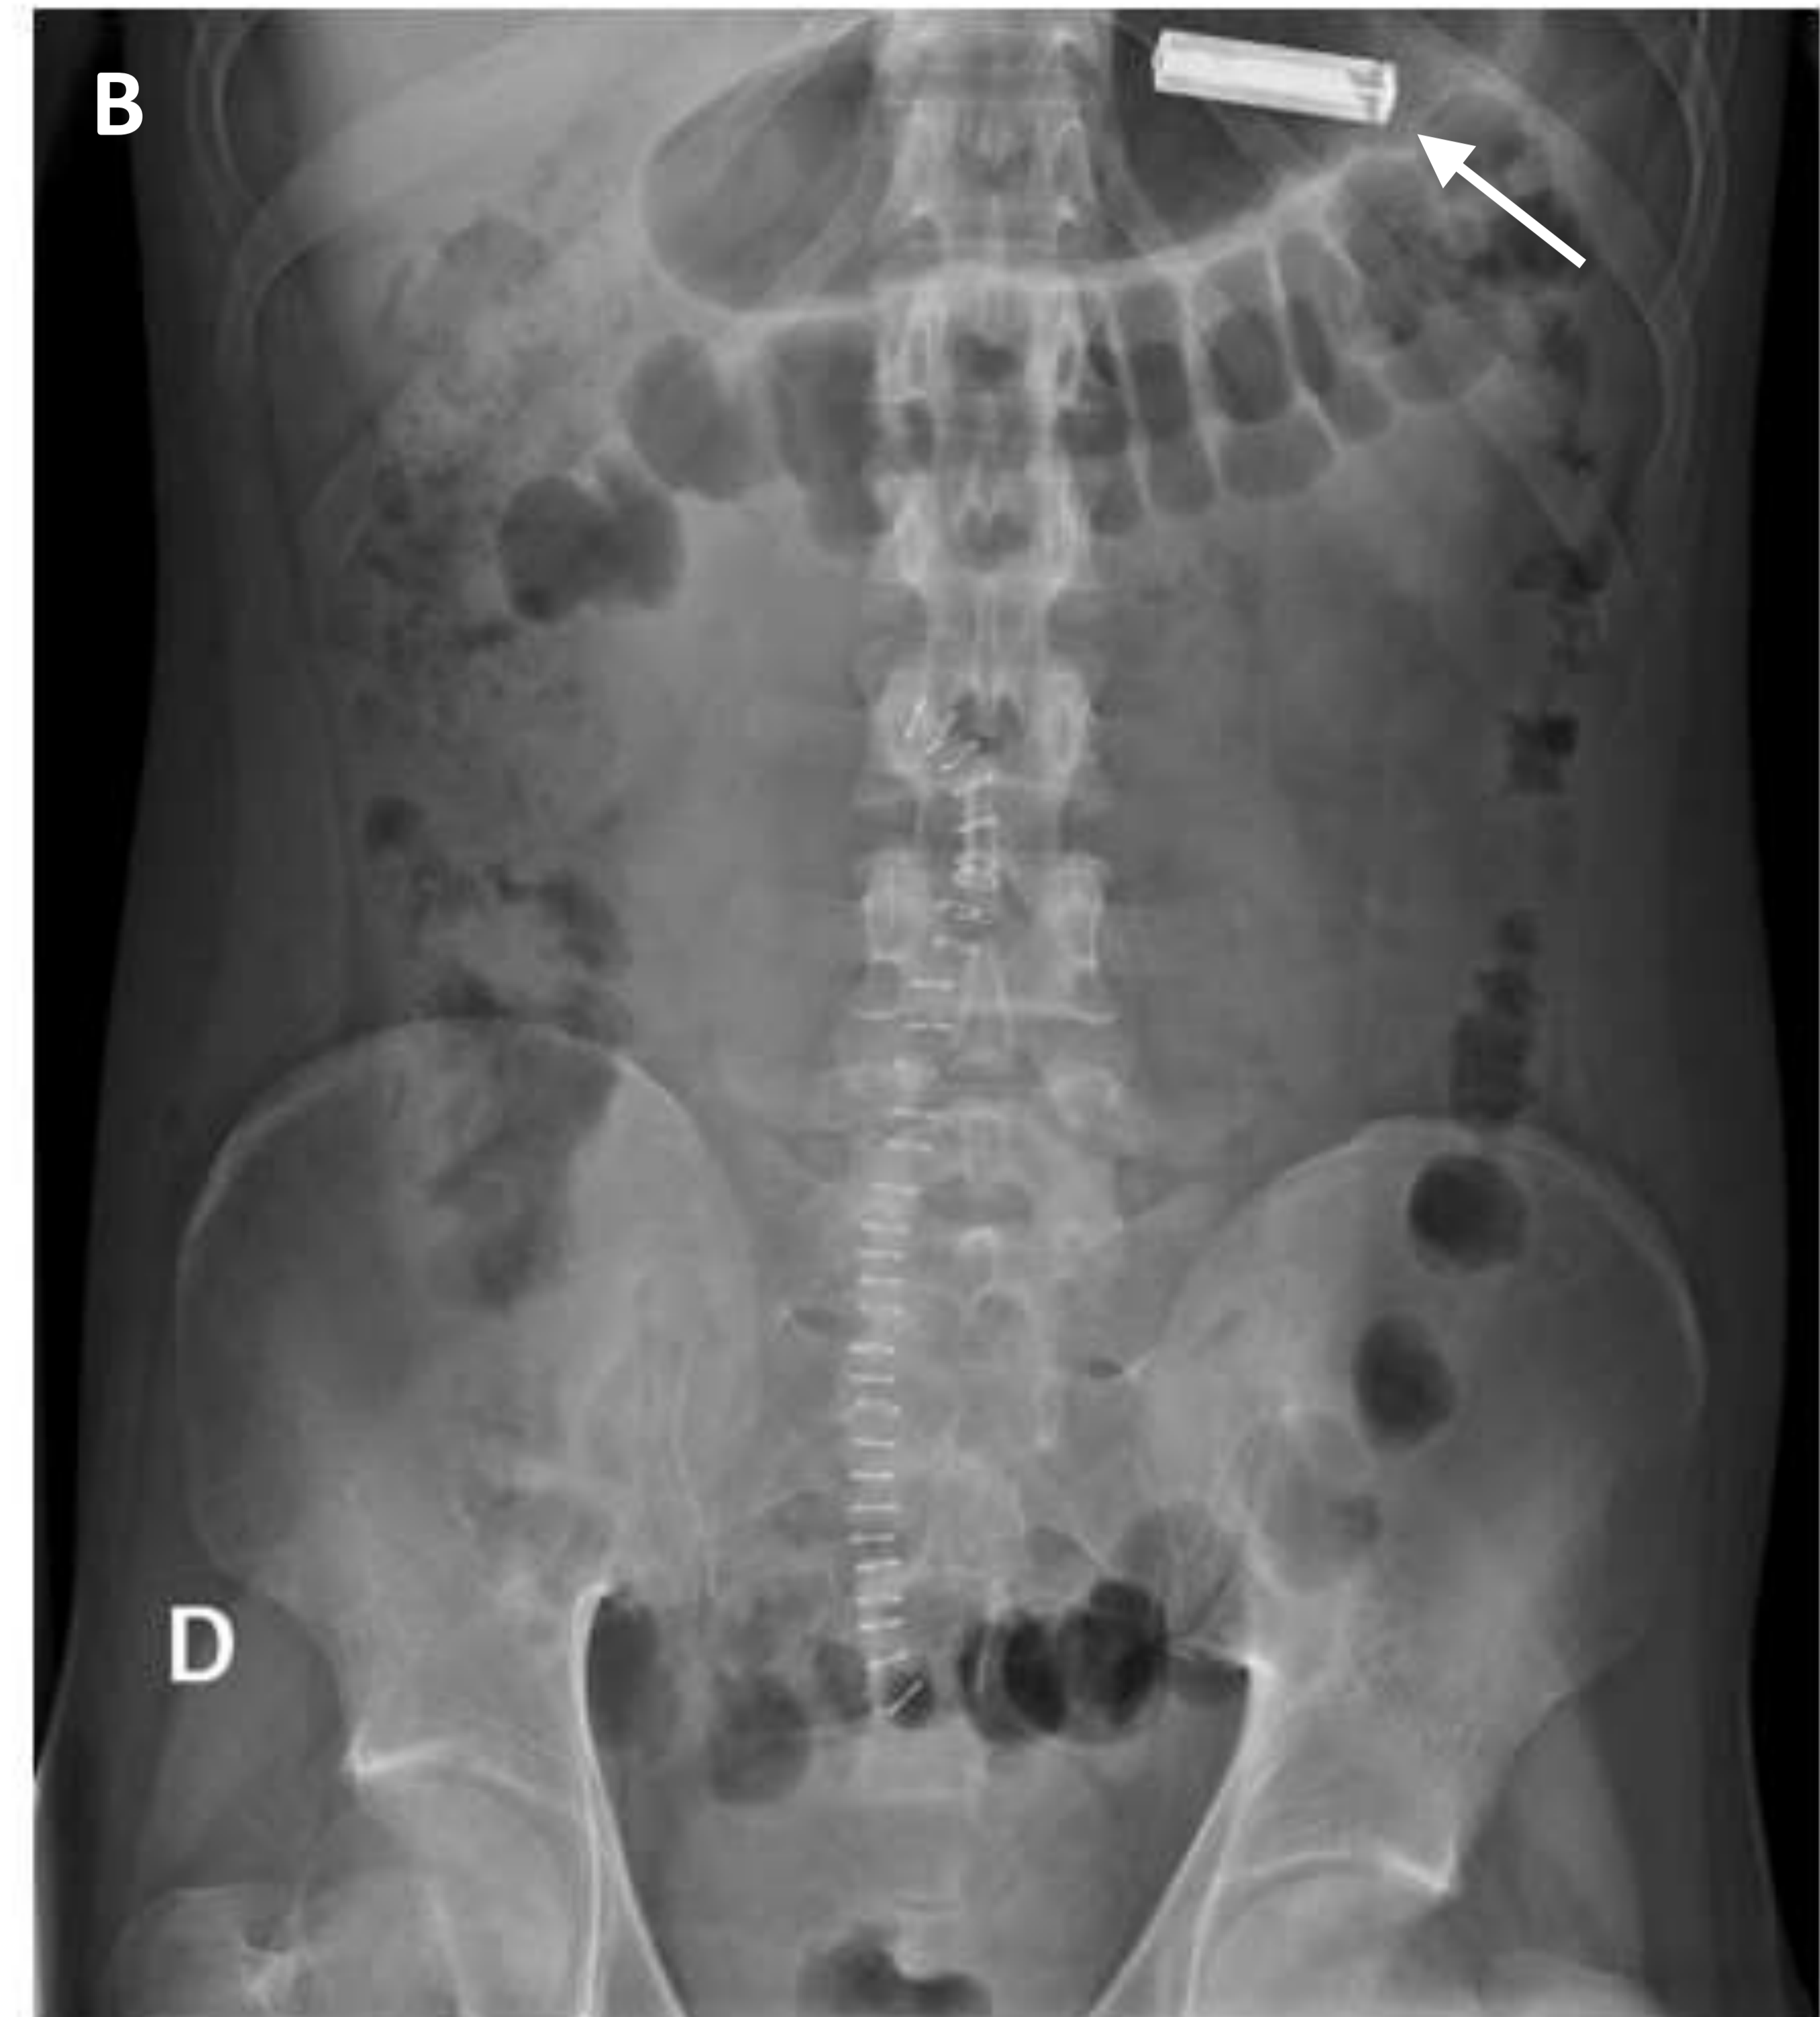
Ingesta de cuerpo extraño. Radiografía de abdomen en decúbito supino (A) en paciente de 19 años que presenta dolor abdominal y antecedente de ingesta de objeto metálico hace 16 días, identificándose el objeto en fosa ilíaca derecha, el cuál fue hallado en íleon terminal durante la extracción quirúrgica. Radiografía de abdomen en decúbito supino (B) realizada al mismo paciente durante el cuarto día de postoperatorio debido a sospecha de ingesta de pila, identificándose esta en cámara gástrica (flecha), por lo que fue extraída endoscópicamente.
